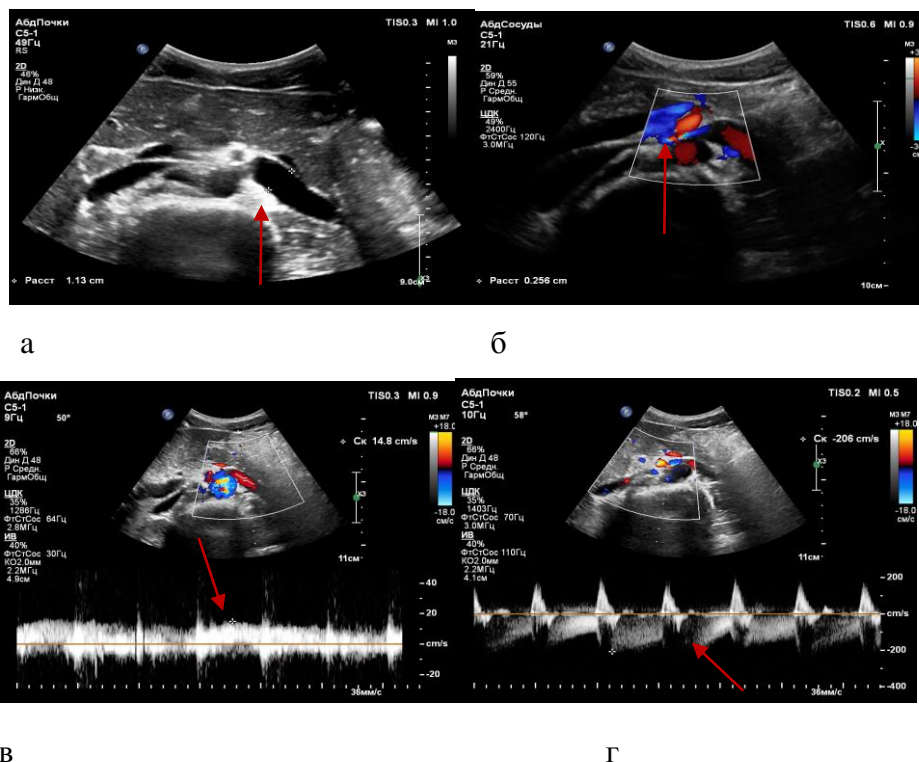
Эхограмма трансабдоминального УЗИ:
